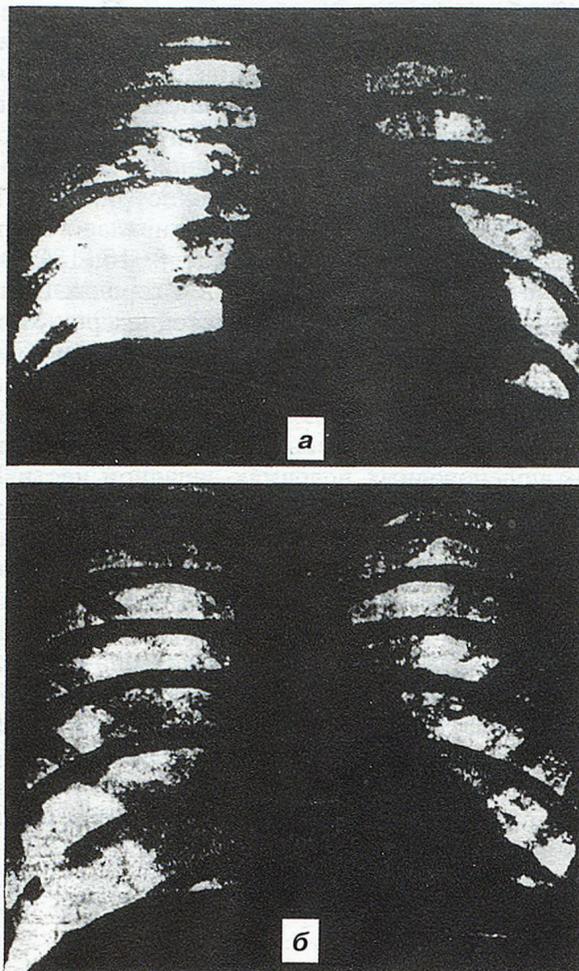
Рентгенограммы грудной клетки больного ЛП: а — при поступлении, б — через 3 дня.
